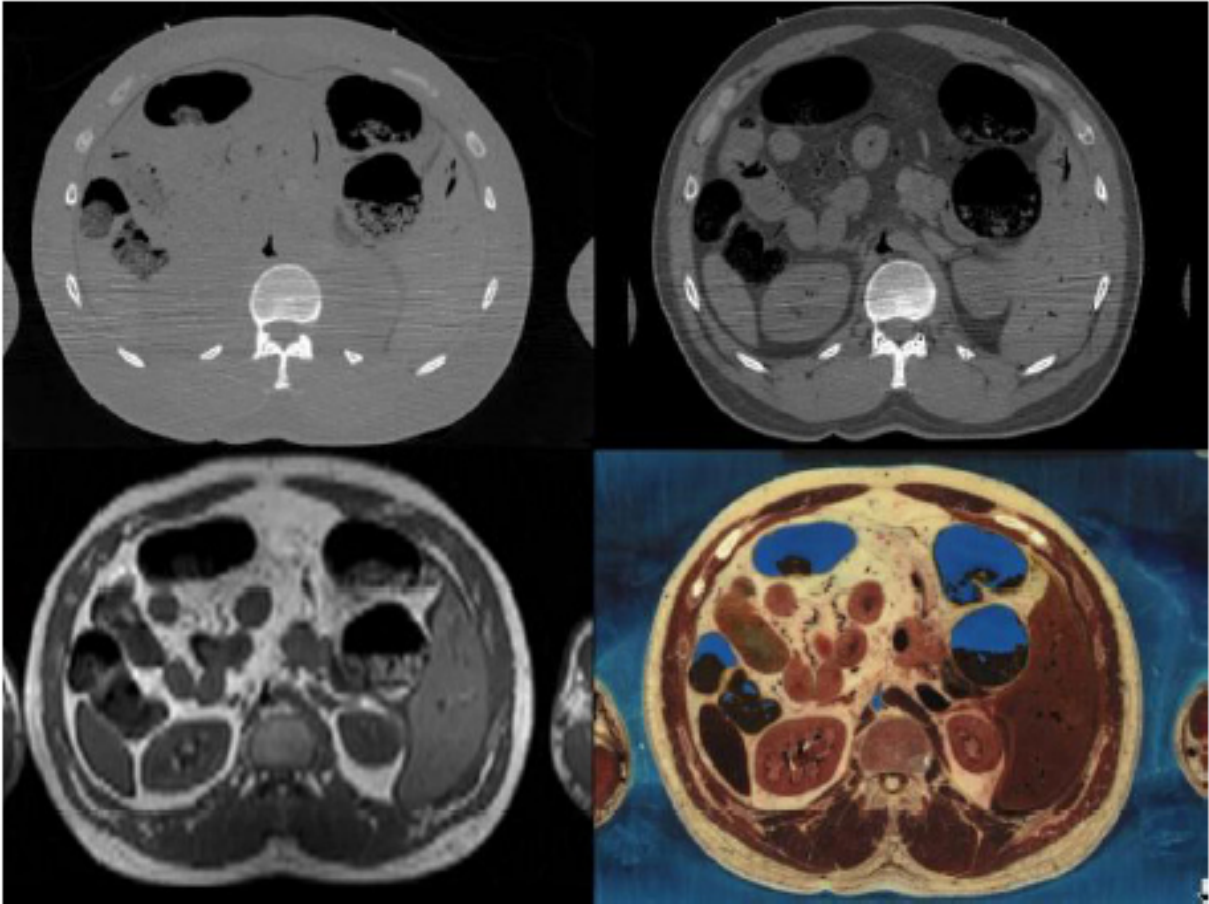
Die verschiedenen Schnittbildaufnahmen im Vergleich. Oben links: Die CT-Aufnahme im gefrorenem Zustand zeigt Mängel an Weichteilkontrast gegenüber der nativ ungefrorenen CT-Aufnahme oben rechts. Unten links: Der MRT-Datensatz hat eine geringere räumliche Auflösung als die übrigen. Unten rechts: Der Kryotom-Schnittbilddatensatz bietet die höchste Auflösung bei gleichzeitig größtem Weichteilkontrast und zusätzlich die natürliche Farbinformation der Organe, somit ist dieser Datensatz für die Segmentation und Modellierung des lymphatischen Systems am geeignetsten.
